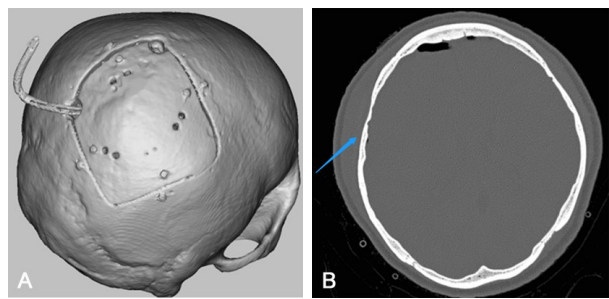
开颅手术中应用PEEK内固定系统进行颅骨骨瓣复位固定术后半年复查CT可见内固定系统固定在原位,颅骨外形完整,无移位、突出
